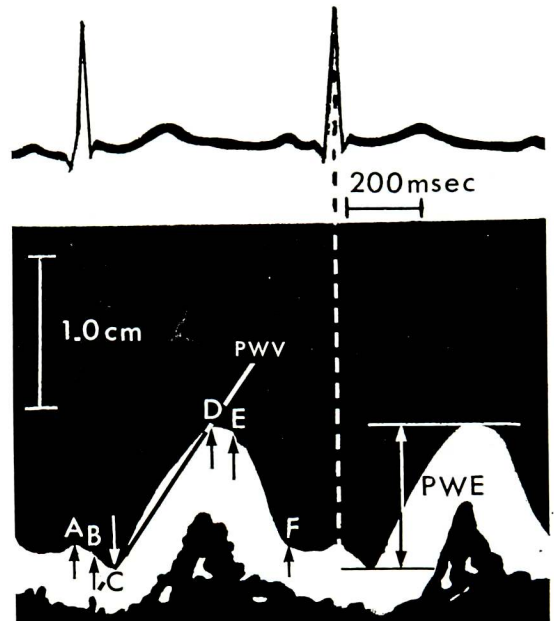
Tektronix model UT500 心臓用超音波計による健常者の左室後壁運動の記録からのイラストレーションで, 図で収縮上方に向う後壁の動きは前胸壁への運動を示す。
